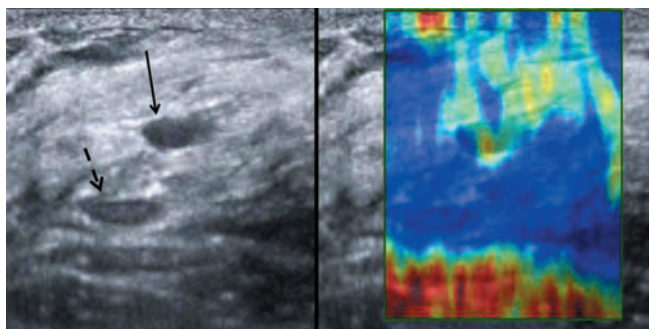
Пациентка Д., 35 лет. При использовании УЗИ с качественной эластографией определяется образование овальной формы с ровными четкими контурами, неоднородной гипозоногенной структуры, размером 4×2 мм — киста (сплошная стрелка). При качественной эластографии определяется тип 2 эластограммы, что отличает его от нижележащей овальной структуры с типом 1 эластограммы — скопления жировой ткани (пунктирная стрелка)
